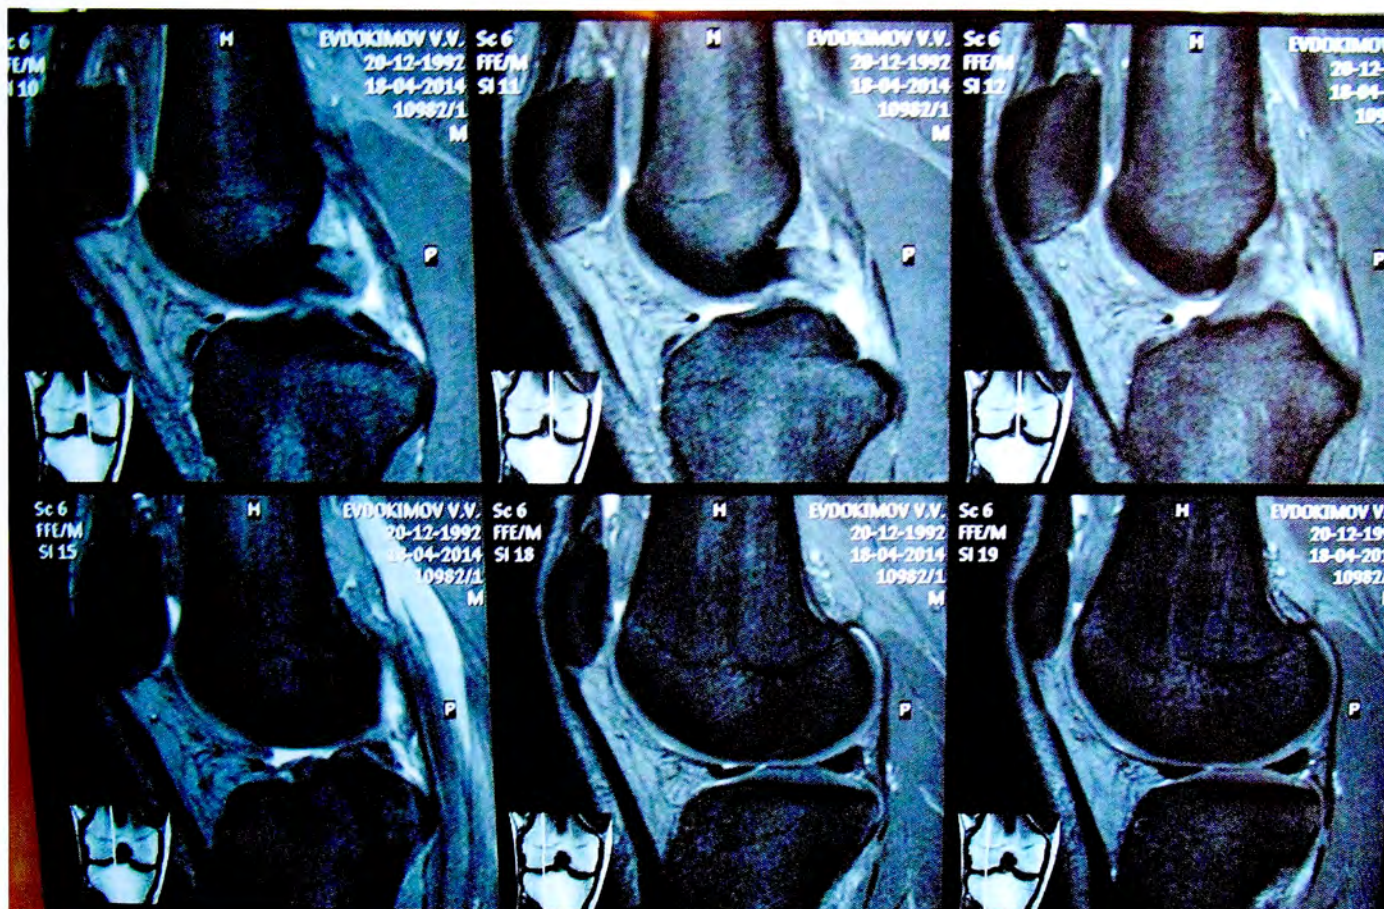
МРТ-картина разрыва ПКС и ЗКС.
